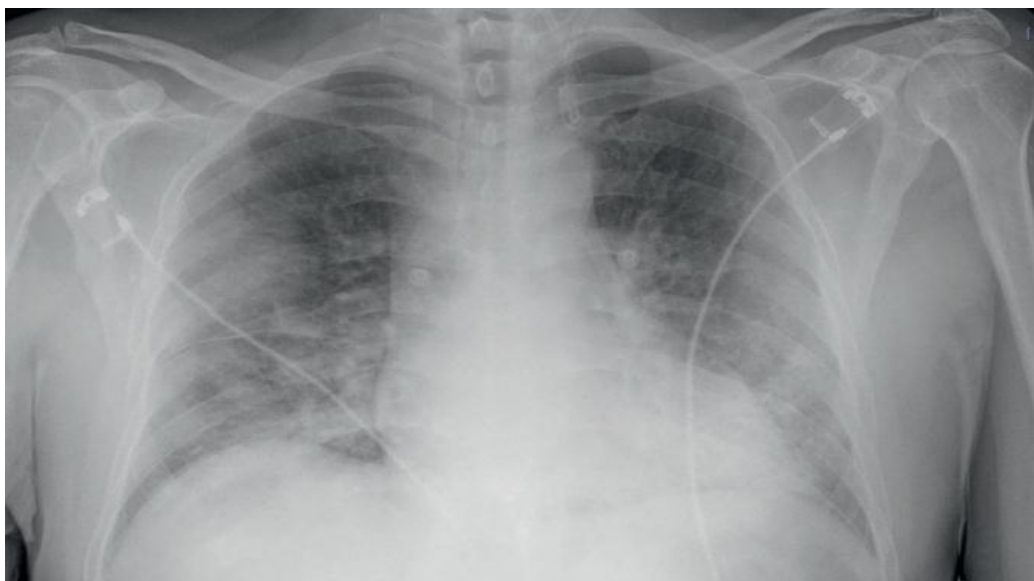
Une radiographie de thorax face montrant une pneumopathie alvéolo- interstitielle bilatérale prédominant aux bases chez un patient atteint de COVID-19 [50]
